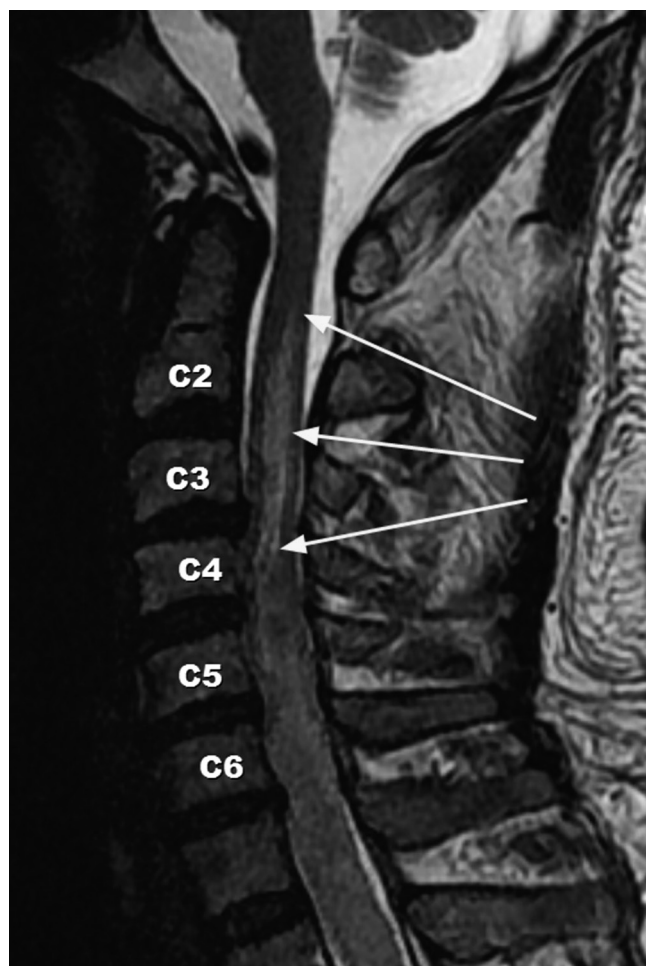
Sagittal T2 MRI of C-spine. Showing increased signal intensity of spinal cord from C2 to distal
